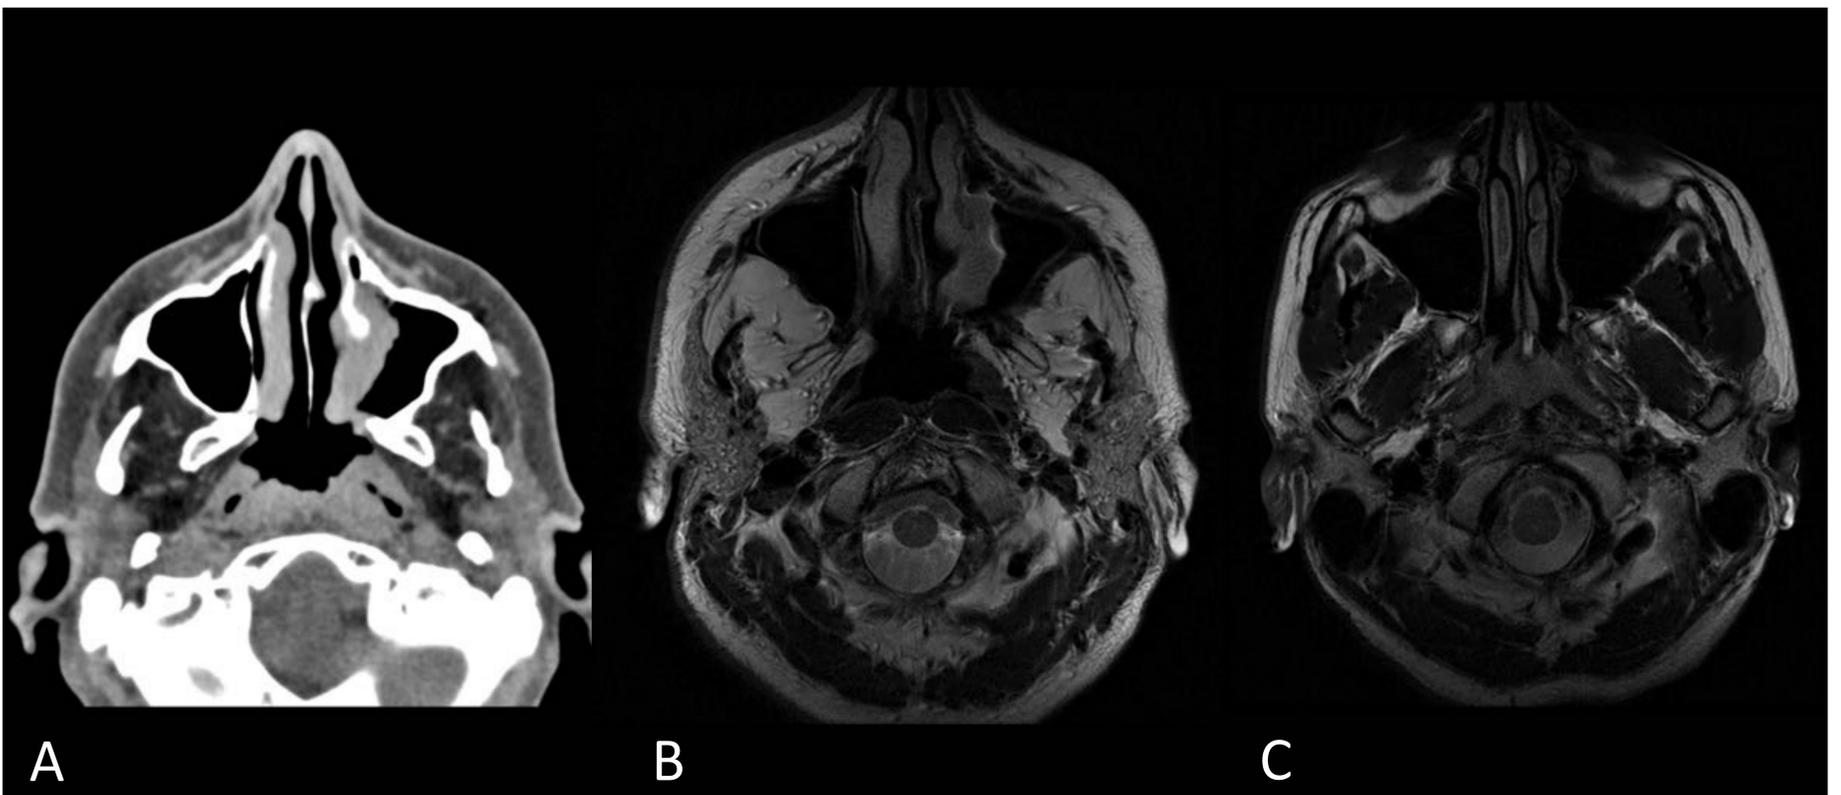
Atrofia de los músculos maseteros. Atrofia muscular de maseteros. TC (A) y RM (B): Importante atrofia grasa de la musculatura masticadora de forma bilateral. Rectificación postquirúrgica de la pared medial del seno maxilar izquierdo, con engrosamiento de partes blandas de morfología polipoidea. Imagen C: Corte axial de RM normal para comparativa.
